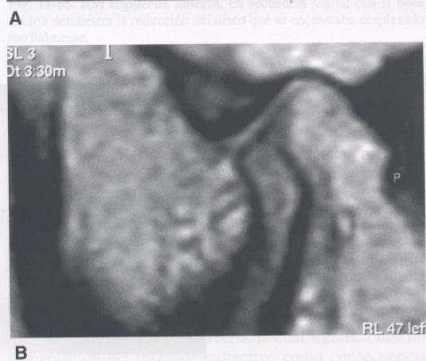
Resonancia magnética sagital derecha e izquierda. A y B. Ambos discos articulares se encuentran posicionados correctamente. El cóndilo derecho presenta irregularidades en su anatomía; nótese una zona esclerótica en el borde posterosuperior. Su tamaño es mayor que el izquierdo.
